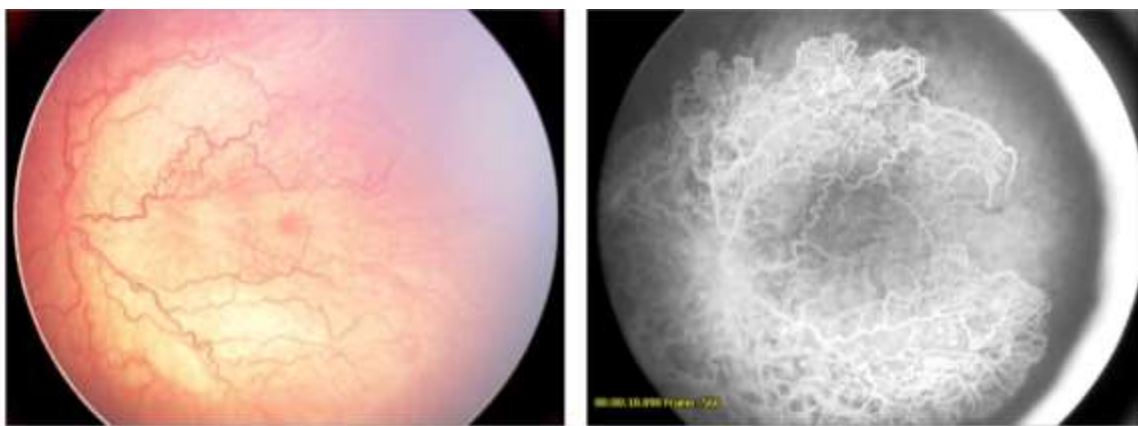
Цветная фотография и ФАГ на стадии ранних клинических проявлений ЗА РН: массивная плоскостная пролиферация, выраженная капиллярная неперфузия, отсутствие бескапиллярной фовеальной зоны
